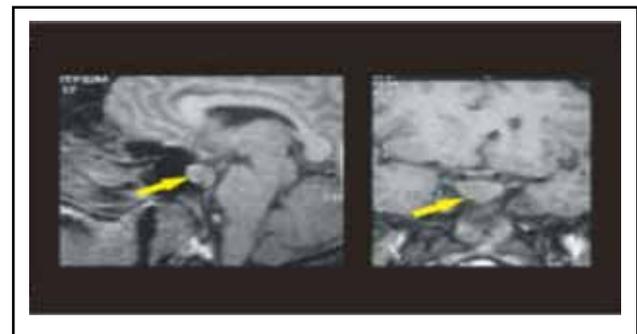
Resonancia nuclear magnética contrastada de silla turca. Secuencia sagital y coronal. Se observa macroadenoma hipofisario (flechas).
